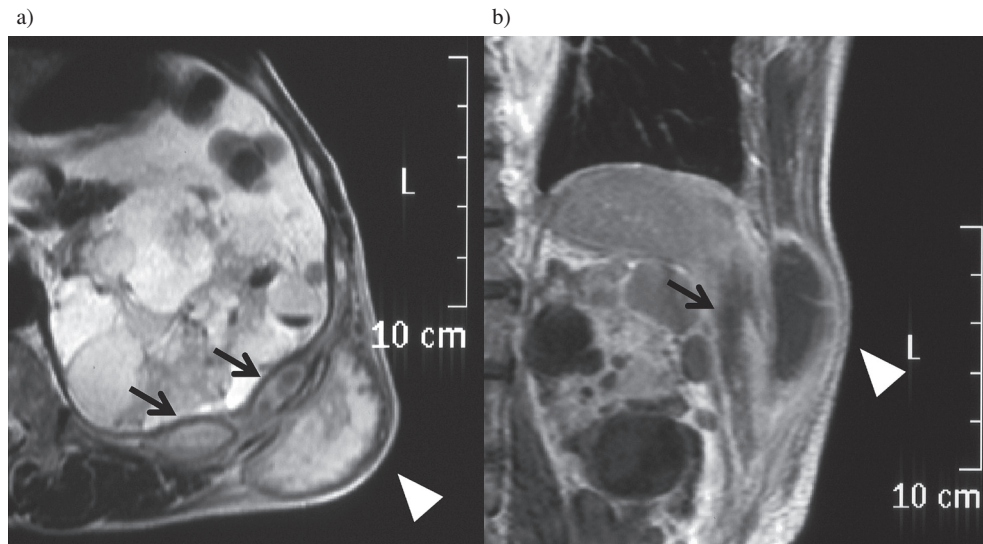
Chest MRI 10 days after admission showed a dumbbell-shaped abscess through the chest wall communicating with an empyema in the left thoracic space. (28 Sep. 2008)
